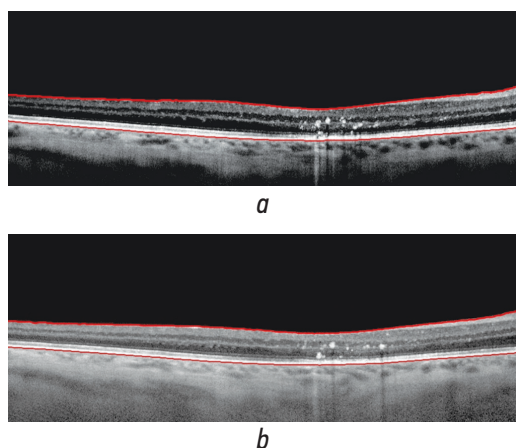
Гиперрефлективные интратретиальные точки по данным оптической когерентной томографии: *a* — при выписке из стационара; *b* — через 3 мес.
